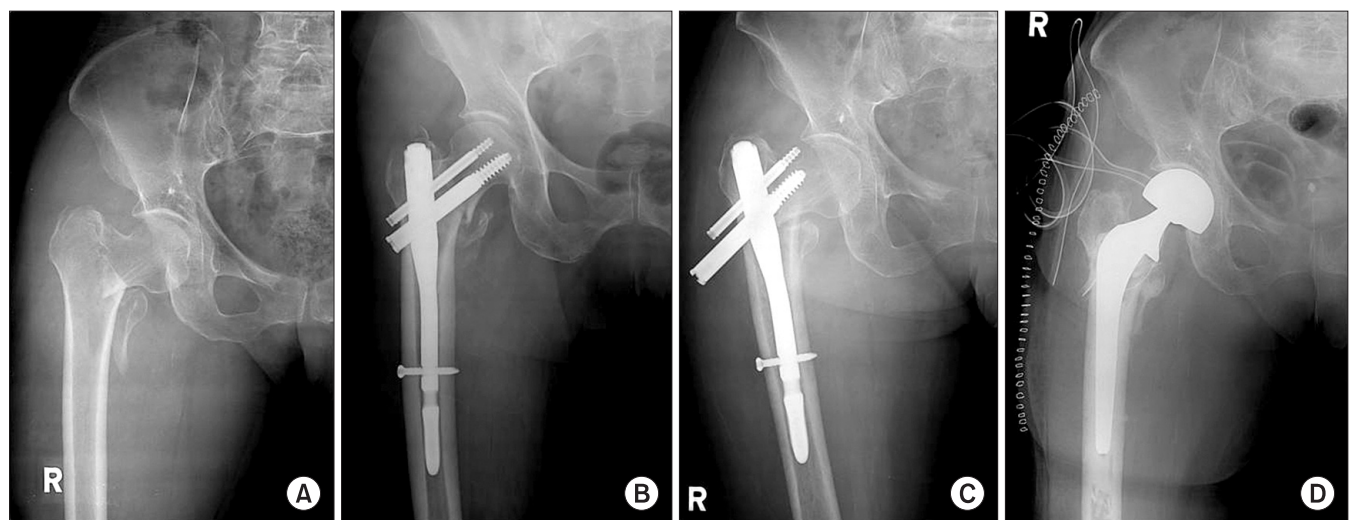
Radiographs of A2 fracture in a 89-year-old female patient with PFN. (A) Preoperative radiograph. (B) Immediate postoperative radiograph. (C) Screws back-out and cutting-out occurred at 9 weeks. (D) Screw removal and then bipolar hip arthroplasty were done.
